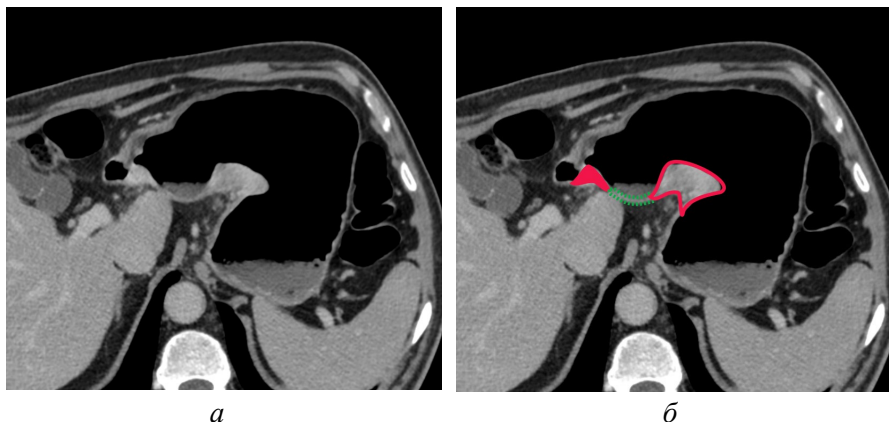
КТ желудка. Опухоль антрального отдела желудка. Определяется утолщение стенки антрального отдела желудка на малой кривизне (красная линия). Изменена левая полуокружность привратника (красная зона): нарушение дифференцировки, гиперденсность в отсроченную фазу. Толщина стенки привратника не изменена. Дистальная и проксимальная части опухоли разделены существенно неизменной стенкой (зеленая линия): а – аксиальная плоскость, б – аннотированное изображение [оригинальный рисунок].
